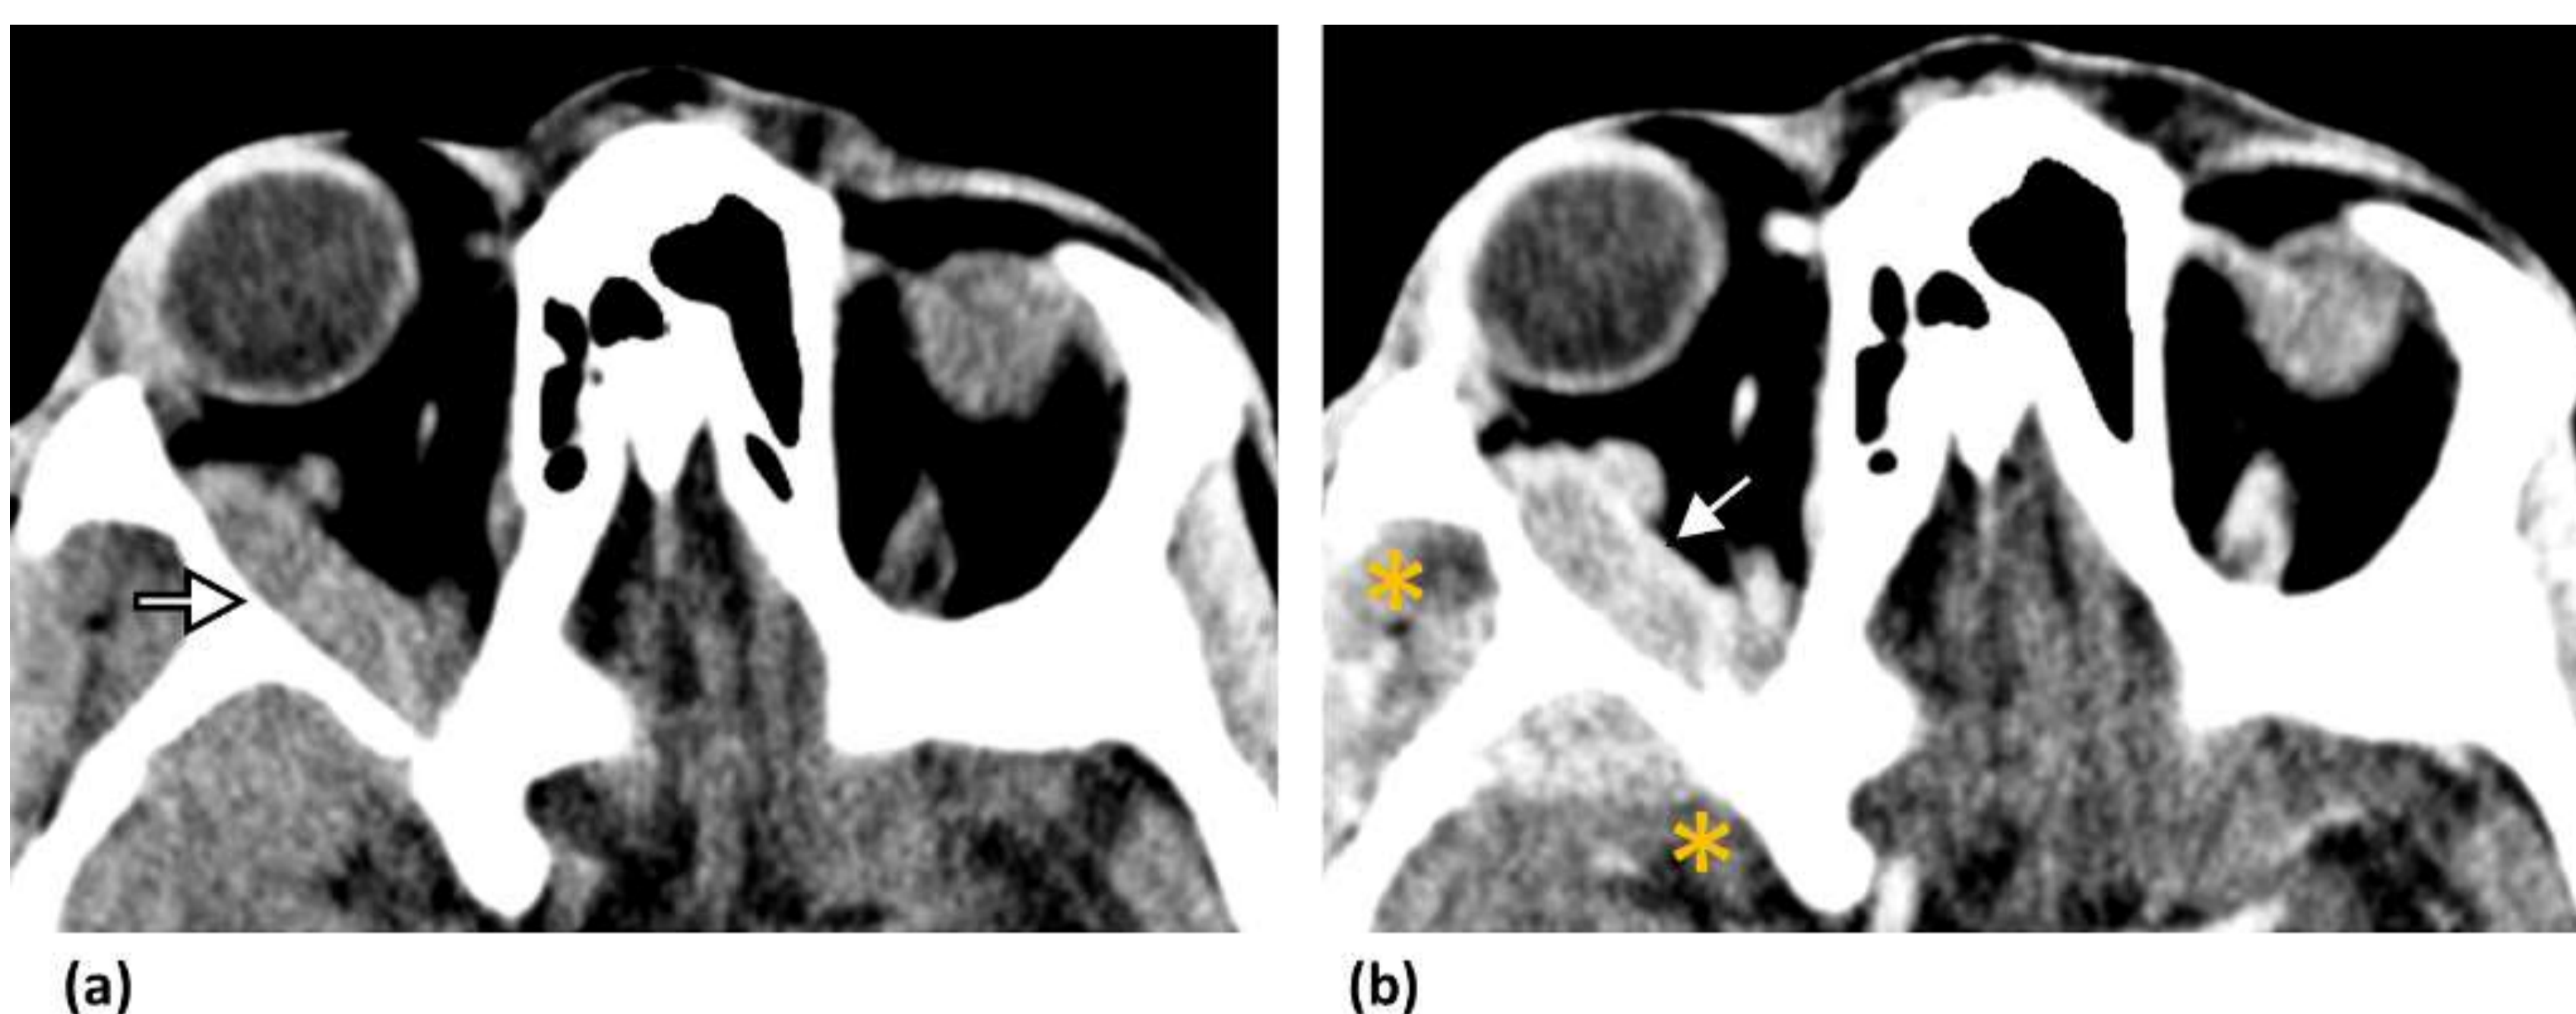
Metástasis de cáncer de mama. La imagen axial de TC sin contraste obtenida en una mujer de 68 años muestra una masa ovoidea que infiltra y desplaza el músculo recto lateral derecho y el globo ocular (flecha). Extensión intracraneal frontoparietal derecha y a partes blandas extracraneales (* en b).
